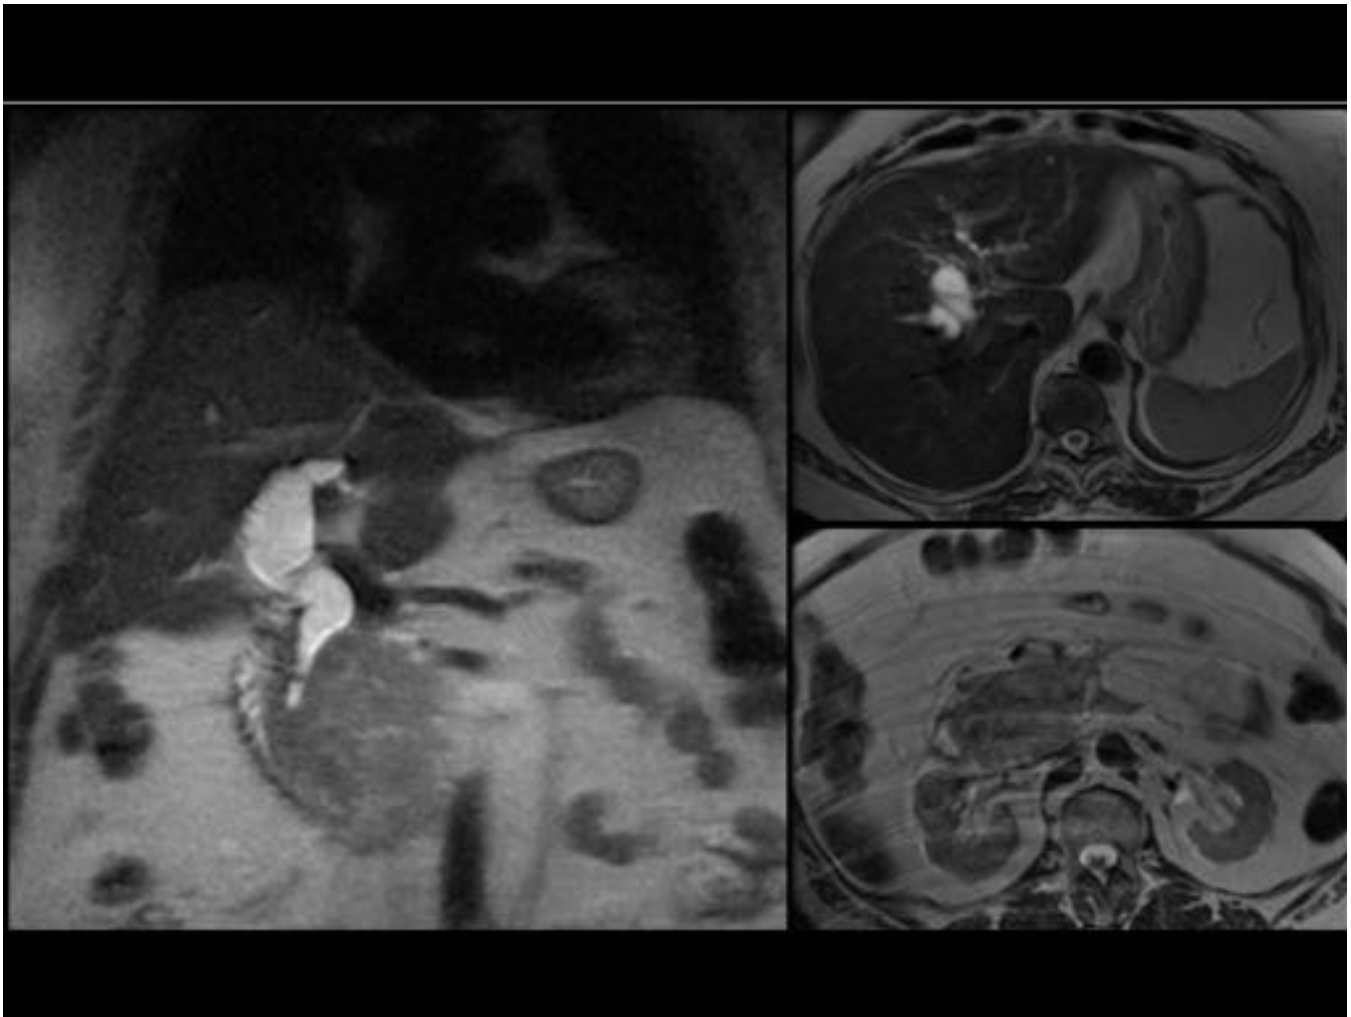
Mismo paciente de las Fig. 2 y 3. RM abdominal, secuencias potenciadas en T1, reconstrucción en planos coronal y axial. Se confirma la importante dilatación del colédoco que se estenosa por la presencia de una masa con hiposeñal, de bordes mal delimitados y que invade estructuras vecinas.
